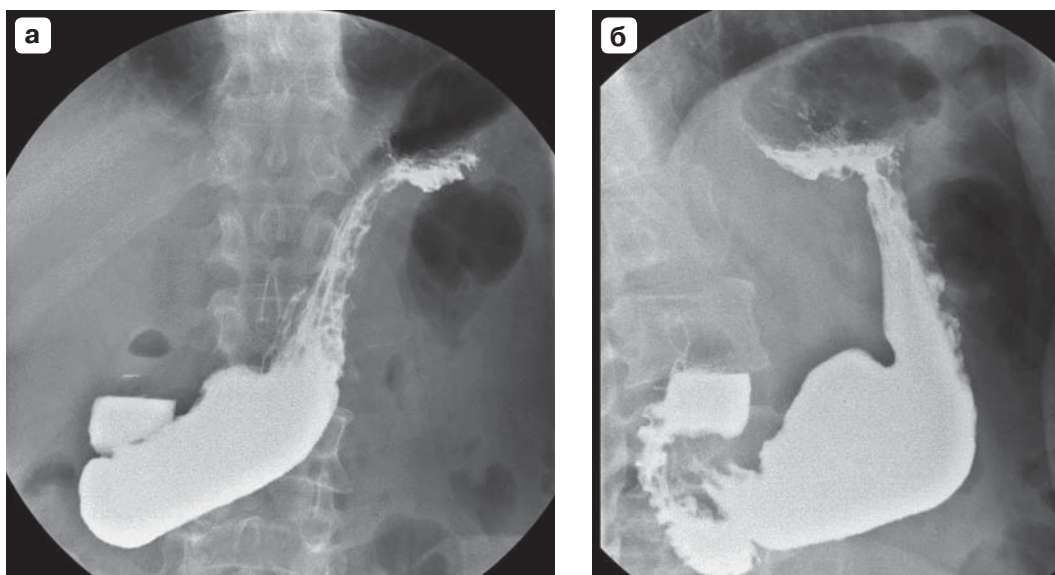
Рентгенограммы желудка в условиях тугого наполнения. В области кардиоэзофагеального перехода определяется дефект наполнения с неровными нечеткими контурами размерами 3,3 × 3,5 см. а – прямая проекция; б – боковая проекция.
